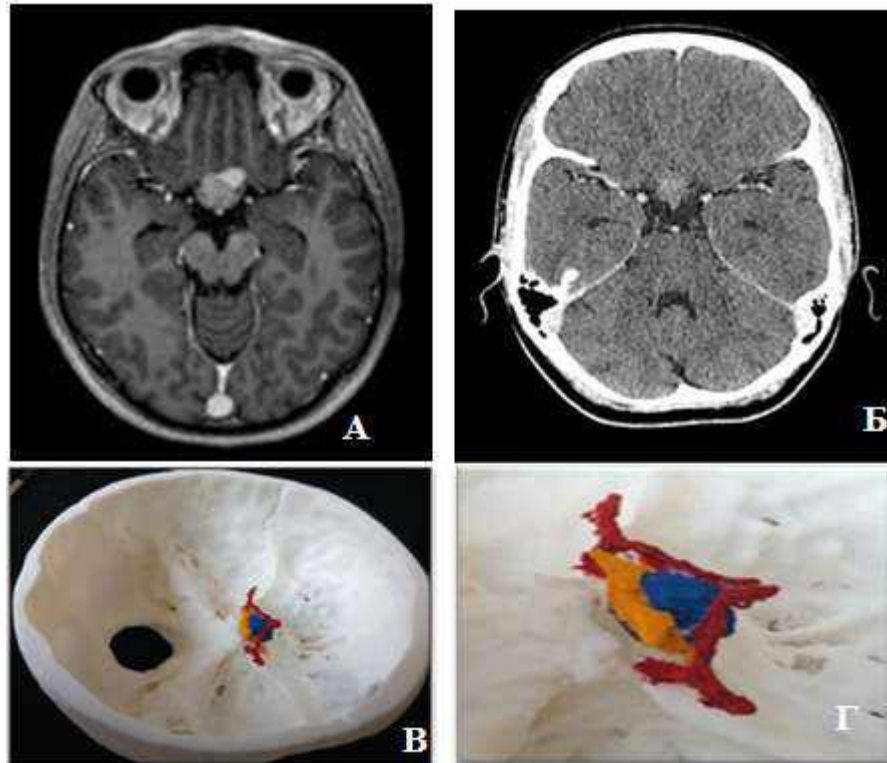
Спостереження №22. Пацієнтка Ч-ка, 47 років, історія хвороби №136484. А — МРТ головного мозку з в/в підсиленням. Б — МСКТ головного мозку. В — загальний вигляд моделі. Г — збільшене зображення нервово-судинного комплексу із об'ємним утворенням (червоним кольором зображено судини головного мозку, жовтим кольором — ЗН, синім кольором — об'ємне утворення)
